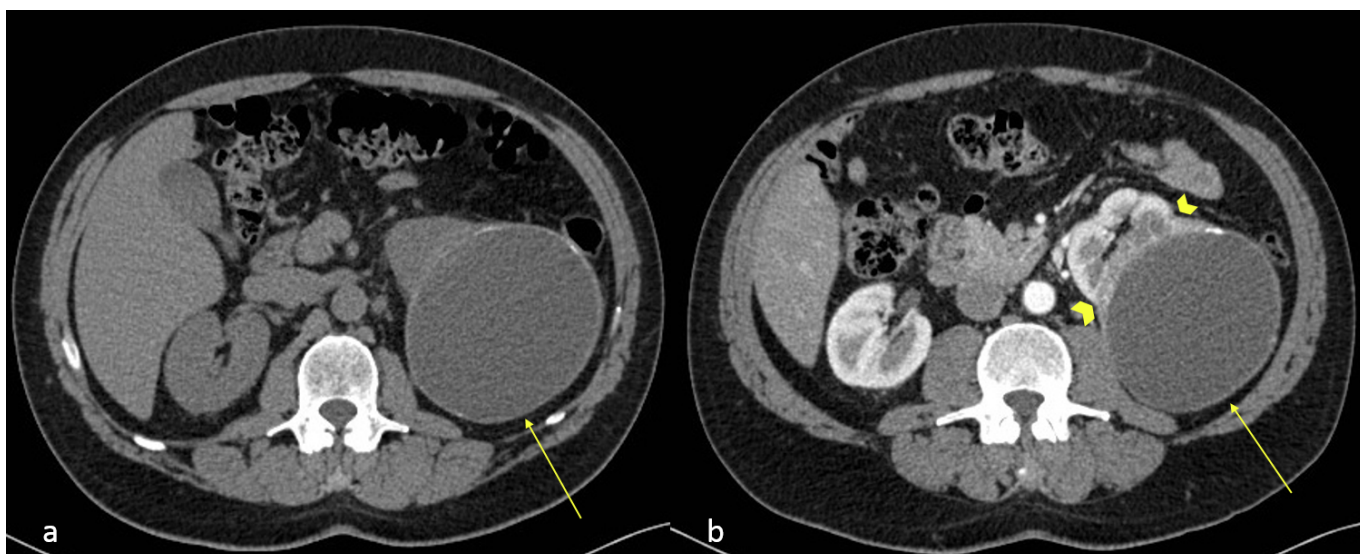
Le immagini TC assiali di una donna asintomatica di 54 anni mostrano una grande componente cistica (frecce) associato a una massa solida (punta di freccia), che prende contrasto nella fase arteriosa (b) rispetto alla scansione in basale (a). La lesione è classificata come Bosniak IV ed è chiaramente maligna. Referenze: Radiodiagnostica, Università degli Studi di Palermo, Policlinico Universitario Paolo Giaccone - Palermo / IT
